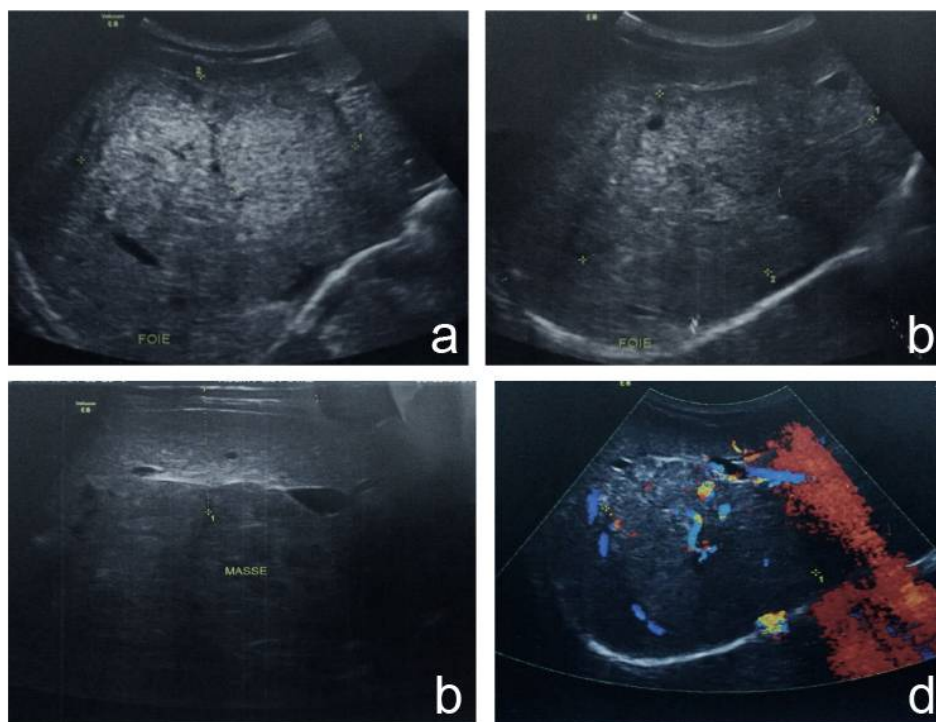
Echographie hépatique réalisée à l'aide de sondes profonde (a, b et d) et superficielle (c), couplée au doppler couleur (d). Elle montre une masse hépatique bien limitée, iso échogène par rapport au parenchyme hépatique adjacent avec une plage centrale légèrement hyper échogène. L'étude au doppler couleur montre une vascularisation centrale et périphérique.
